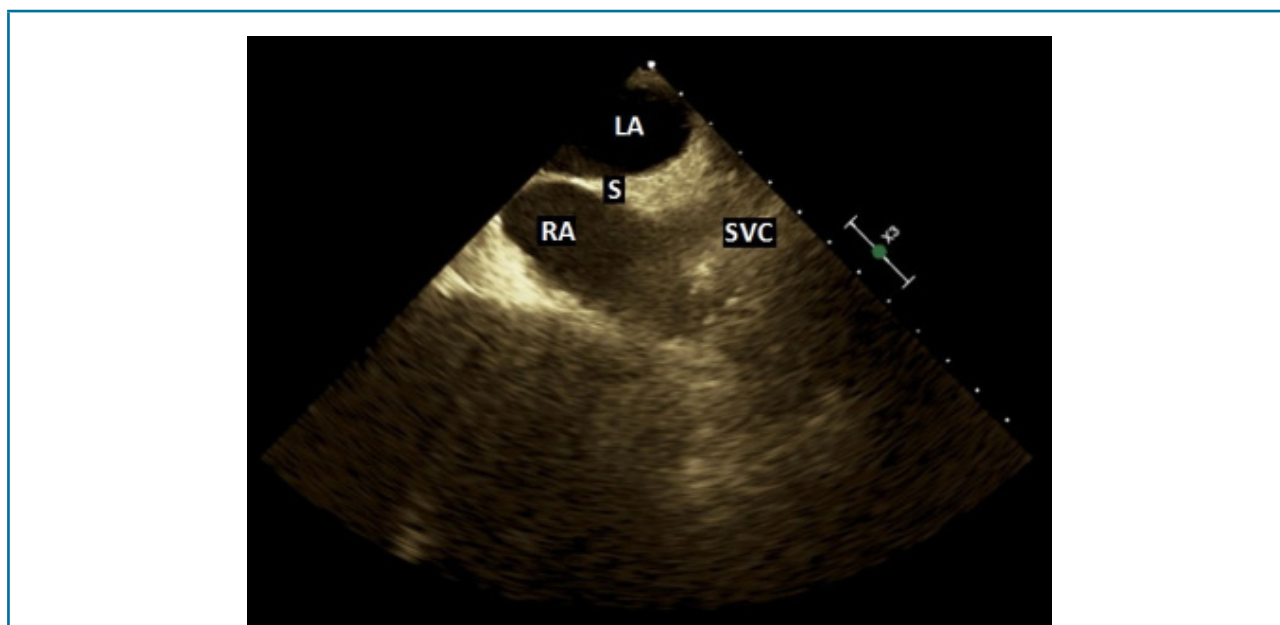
Ecocardiograma transesofágico de controle feito três meses após o diagnóstico, mostrando regressão completa do trombo. S: septo; LA: átrio esquerdo; RA: átrio direito; SVC: veia cava superior.
